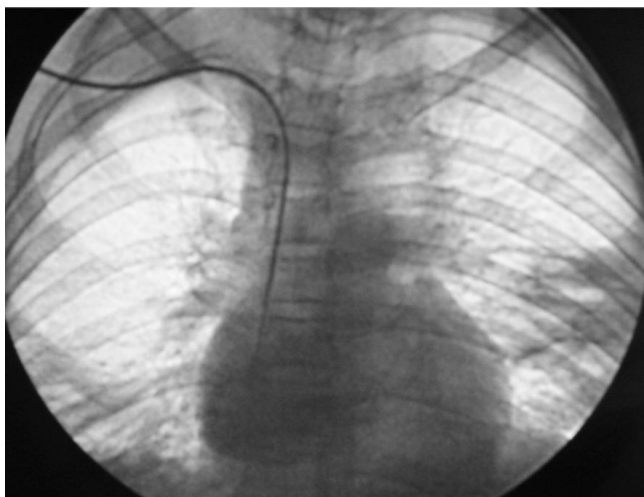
Radiografía digital de paciente a quien se le ha colocado un catéter subclavio derecho a permanencia. Nótese el extremo distal en cava superior, y la adecuada inserción en la subclavia derecha.
